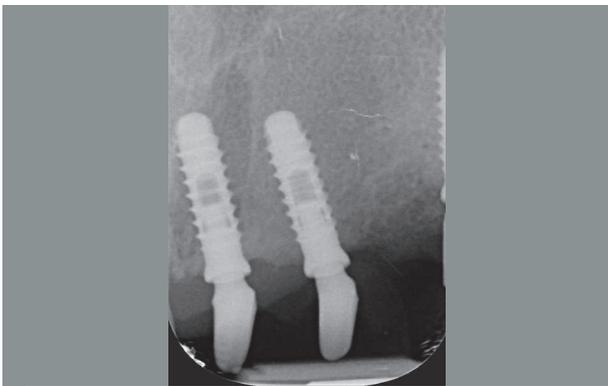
Controllo radiografico a distanza di 18 anni, impianti in posizione 2.1 e 2.2
